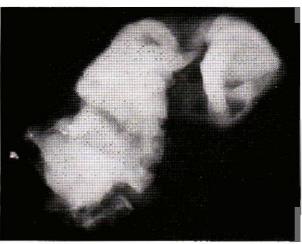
Radiographie de la vésicule après évacuation de la bile calcique.
